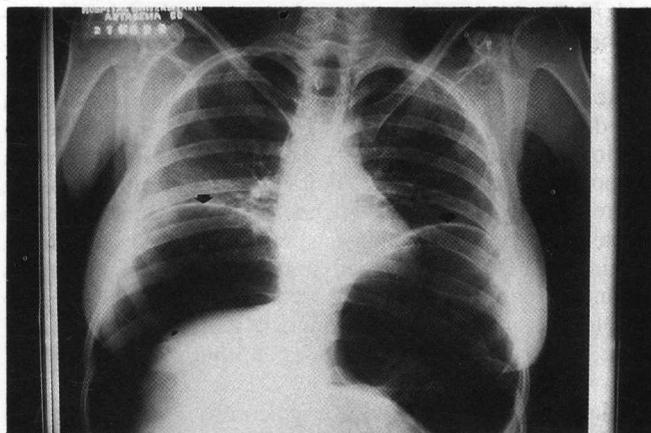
Radiografía del tórax que muestra neumoperitoneo masivo, con elevación de los hemidiafragmas (flechas grandes) y desplazamiento del hígado hacia abajo y hacia la línea media (flecha pequeña).
